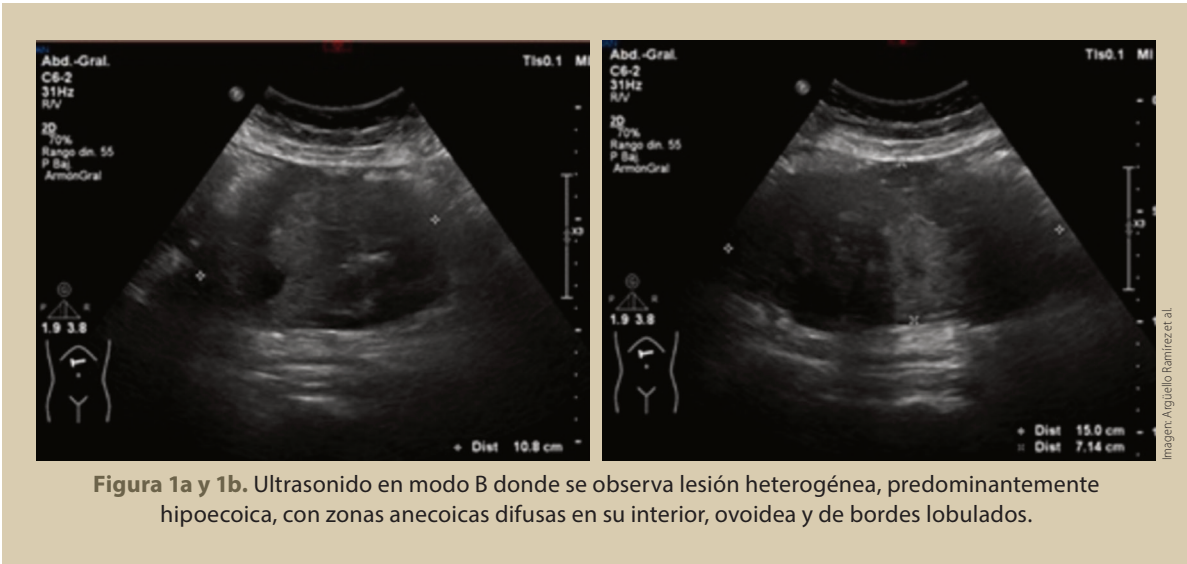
Ultrasonido en modo B donde se observa lesión heterogénea, predominantemente hipoecoica, con zonas anecoicas difusas en su interior, ovoidea y de bordes lobulados.
